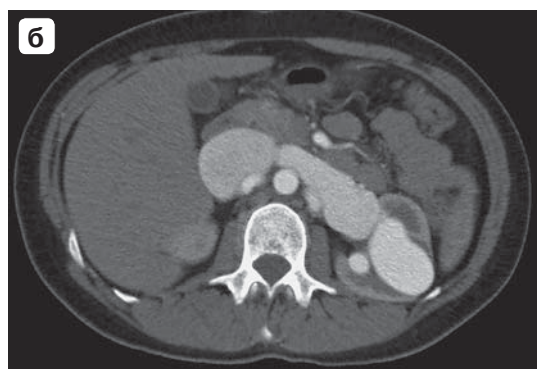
Артериовенозная мальформация обеих почек. КТ-изображения, артериальная фаза исследования. а – 3D-реконструкция; б – аксиальная проекция; в – коронарная проекция. Аневризматические расширения почечных артерий и ранний сброс артериальной крови в венозную систему. Расширение почечных вен. Удвоение левой почечной артерии (стрелки); г – сагитальная проекция, состояние после эндоваскулярного разобщения артериовенозного свища. Тромбоз полости аневризмы, тромбоз правой почечной вены, тромбоз эмболия ветвей легочной артерии (стрелка).
